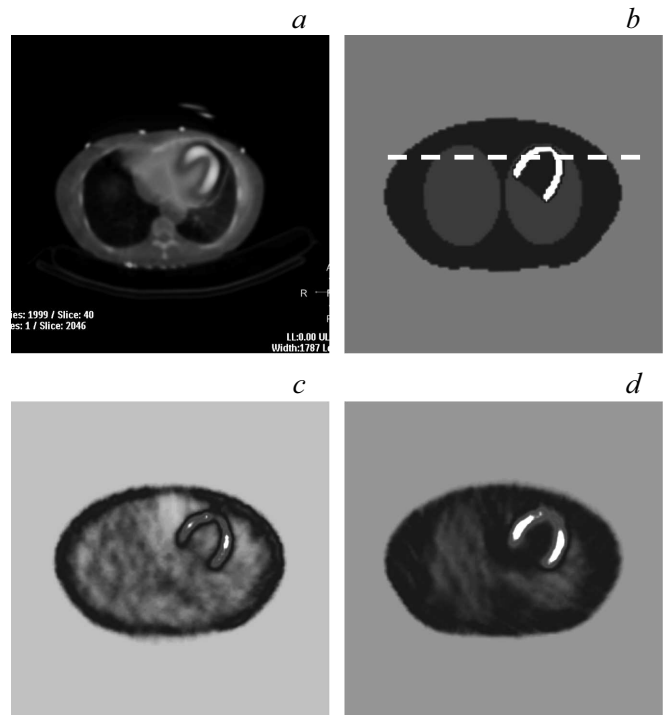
Численное моделирование процедуры обследования перфузии миокарда методом ОФЭКТ: *a* — аксиальное сечение, полученное при клиническом обследовании пациента методом ОФЭКТ в НИИ клинической кардиологии им. А.Л. Мясникова на установке Philips BrightView XCT SPECT/CT; *b* — развитая двумерная модель; *c* — реконструированное изображение, полученное в режиме без коррекции ослабления гамма-излучения; *d* — реконструированное изображение, полученное в режиме с коррекцией ослабления. Область реконструкции представлялась по схеме 128×128 .
